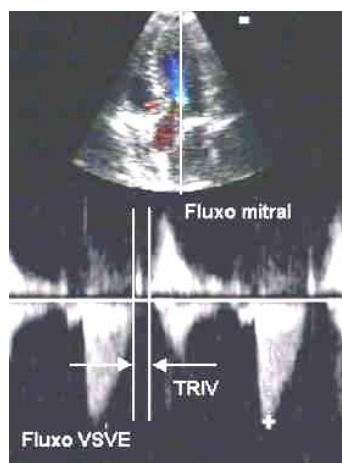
Doppler contínuo dos fluxos de entrada e saída do ventrículo esquerdo
